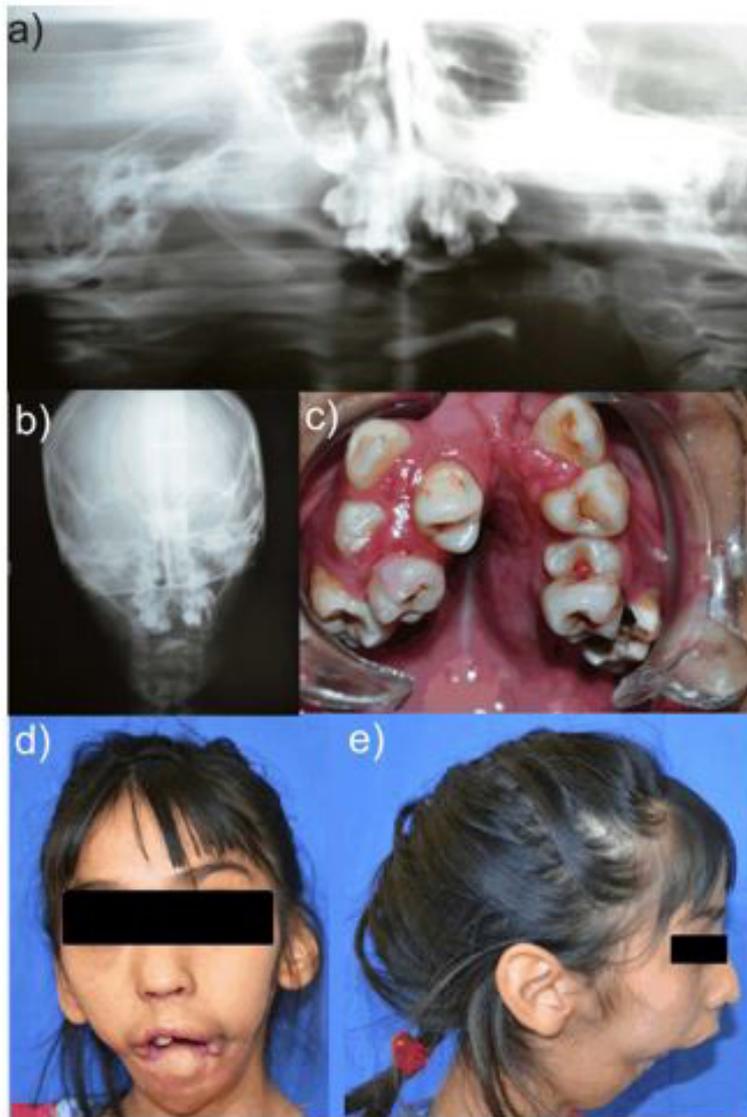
Radiografías a) panorámica y b) anteroposterior. Fotografías c) intraoral del maxilar y extraorales de d) frente y e) lateral.
